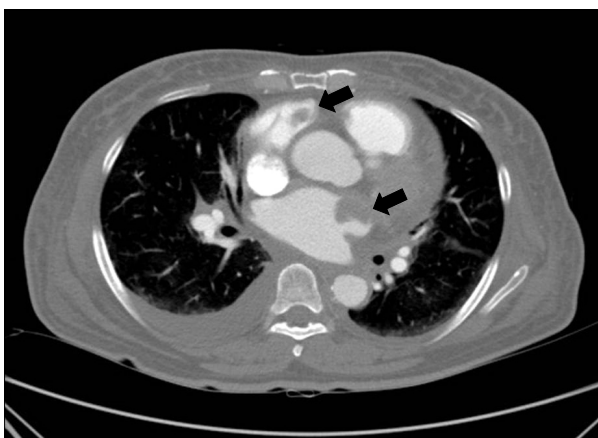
CT scan of the thorax. Two thrombi are present in the right atrium and left atrium appendage (arrows). Pleural effusion is also observed.
